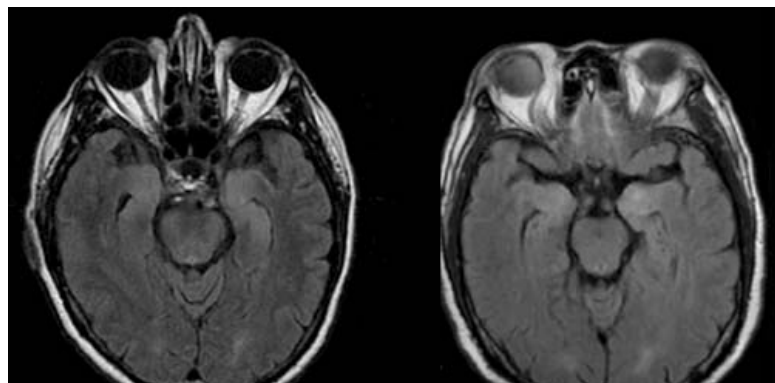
Imagen de resonancia magnética cerebral en secuencia T2 FLAIR con cortes axiales a nivel del lóbulo temporal medial. Se observa incremento bilateral en la intensidad de señal de las cabezas de los hipocampos. Mujer de 22 años, con diagnóstico de encefalitis anti-NMDAr definitiva.
